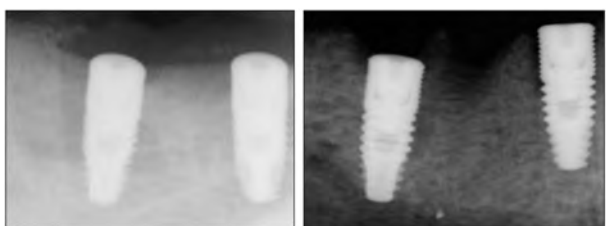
Radiograph taken after sacrifice.
